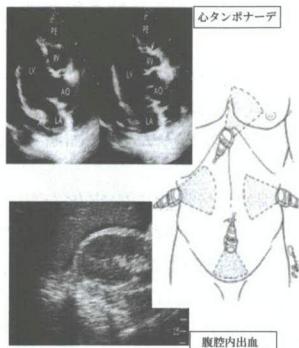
超音波による“C(出血源)”の検索(FAST)
